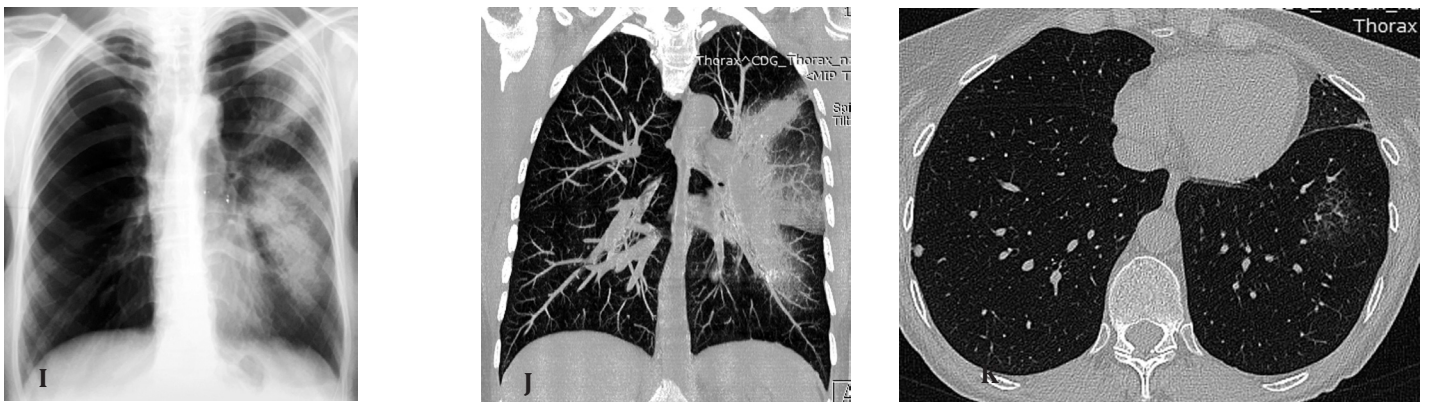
Imagini radiologice și CT (anii 2014-2017).
